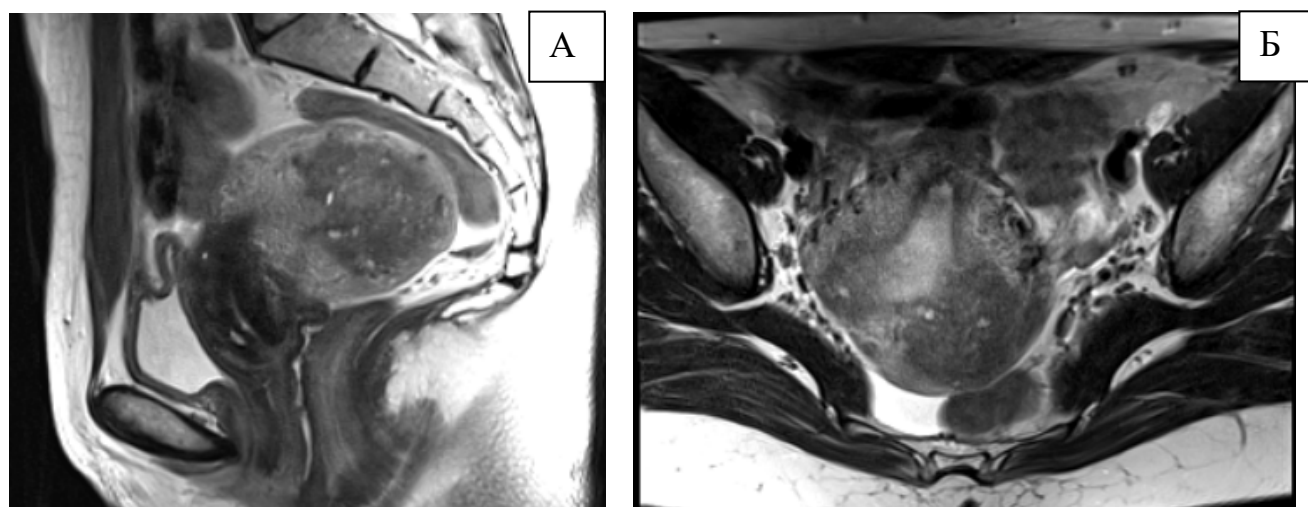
Магнитно-резонансная томография. А — Т2ВИ в аксиальной плоскости, в толщине миометрия определяется четко отграниченный от неизмененного миометрия гипоинтенсивный участок с множественными геморрагическими включениями. Б — Т1ВИ с подавлением МР-сигнала от жировой ткани, на томограмме определяются два очага аденомиоза, расположенные у правого и левого трубного углов. Очаги хорошо отграничены от неизмененного миометрия, имеют неоднородную структуру за счет жидкостных (геморрагических) включений
